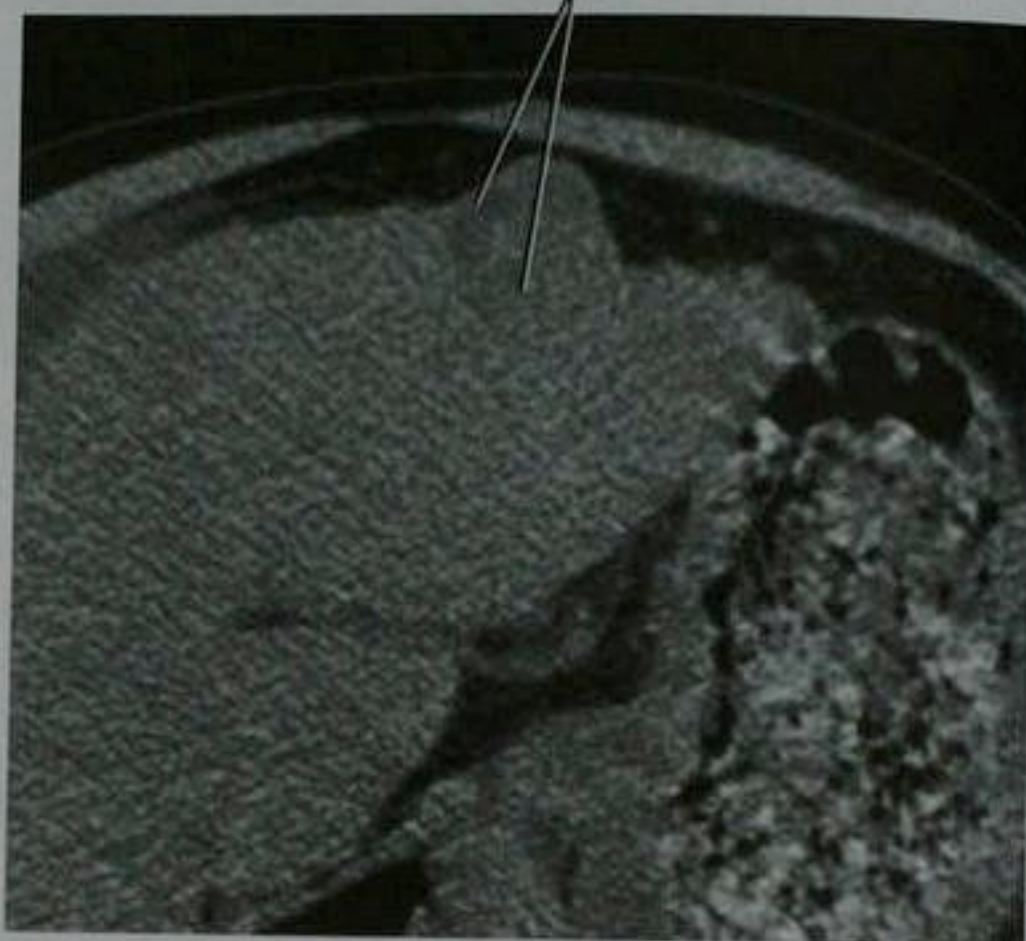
肝硬化伴肝细胞癌患者的肝脏平扫轴位 CT 显示含脂肪的肿瘤病灶
